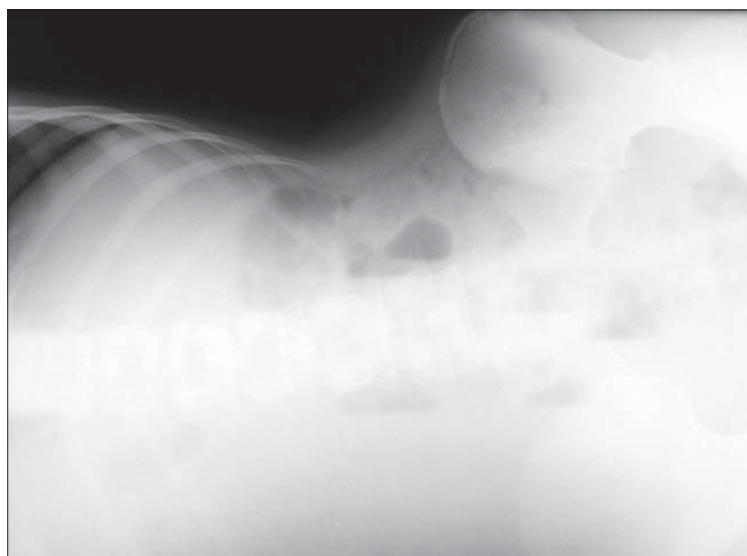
Radiografie abdominală AP cu copilul în decubit lateral. Nivele hidroaerice.
